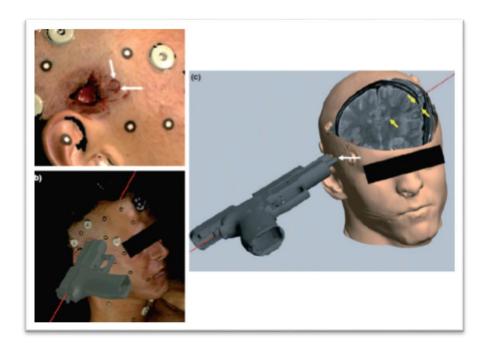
Reconstrucción de una herida por bala en un caso de suicidio mediante el uso de modelos 3D a partir de la fotogrametría y el escaneo por superficie. (a) El modelo coloreado en 3D de la cabeza por fotogrametría muestra una herida de bala en el temporal derecho con un orificio de entrada (flechas blancas). (b) La combinación del modelo del arma sospechosa con el del orificio de entrada permite evaluar la posición exacta del arma. El trayecto del proyectil es mostrado por la línea roja. (c) Fusión de la RM con los datos de superficie. La imagen coronal T2 weighted representa el cerebro (flechas amarillas) en la trayectoria de la bala (línea roja). Desde este punto de vista, se puede observar que la cara del arma se pone exactamente en la marca visible sobre la piel (flecha blanca). La posición del arma es típica de un suicidio.
